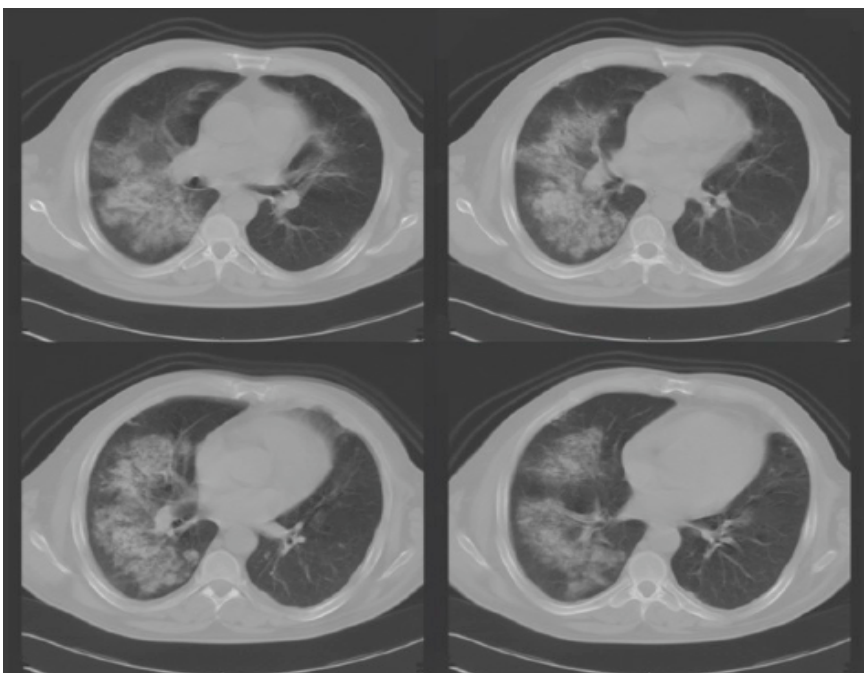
TC Torácica de 21/08/2003.
